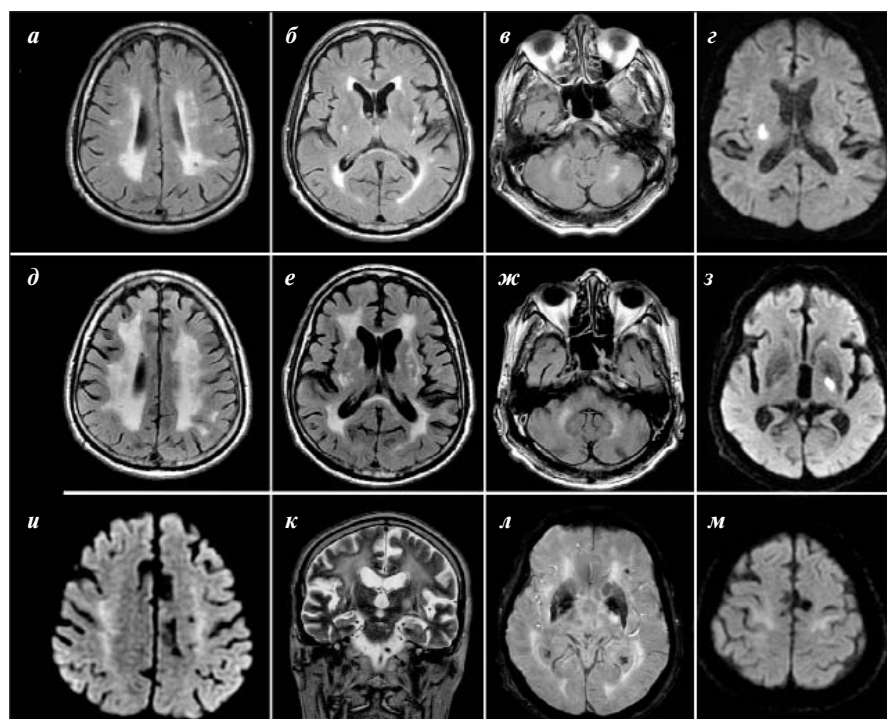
Ишемический МР-фенотип ЦБМС (болезнь Бинсвангера) у пациента 71 года с артериальной гипертензией и выраженными КН (10 баллов по монреальской когнитивной шкале, *Montreal Cognitive Assessment*, MoCA). 2016 г.: а–в – ГБВ, *Fazekas 2 (FLAIR)*; г – повышение сигнала от полуовального центра (*DWI b-1000*). 2018 г.: д–ж – ГБВ, *Fazekas 3 (FLAIR)*; з – ЛИ (*DWI b-1000*); и, м – повышение интенсивности сигнала в участках кортико-спинального тракта (*DWI b-1000*); к – расширение глубоких ПВП (*T2-взвешенные изображения, ВИ*); л – ЦМК (*SWAN*)
